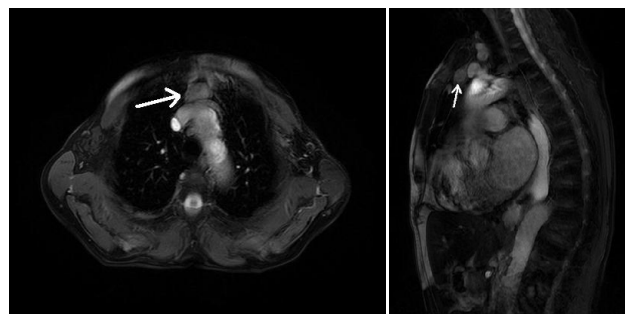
Studii de localizare paratiroidiană – IRM cervico-toracic (secțiune coronală și sagitală): masă tisulară de 26 x 16 x 17 mm), localizată în mediastinul anterior.
